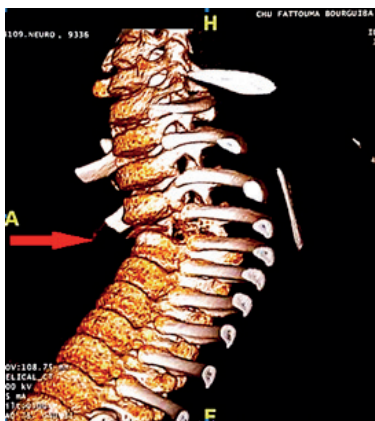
aspect TDM de vertebra plana en reconstruction 3D.
